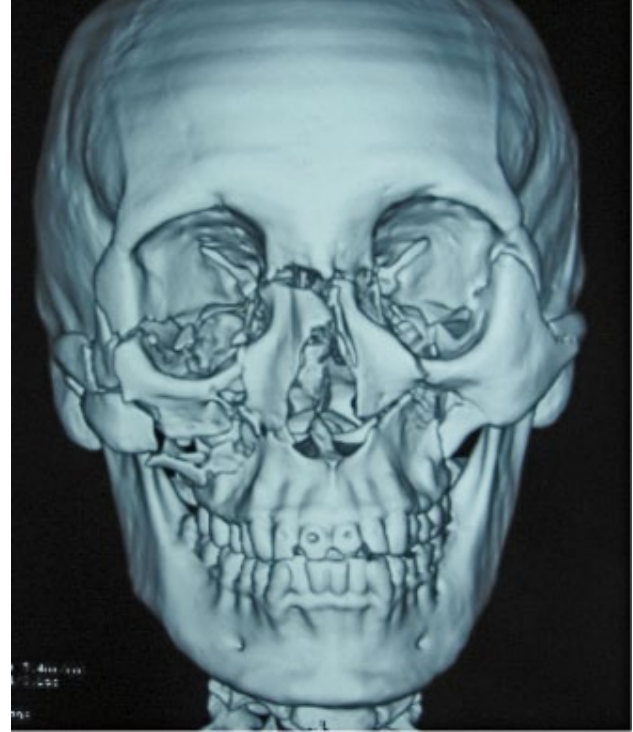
TC fractura panfacial. Rasgos de fractura combinados de fracturas Le Fort I, II, III y conminución del cuerpo de cigoma derecho.
